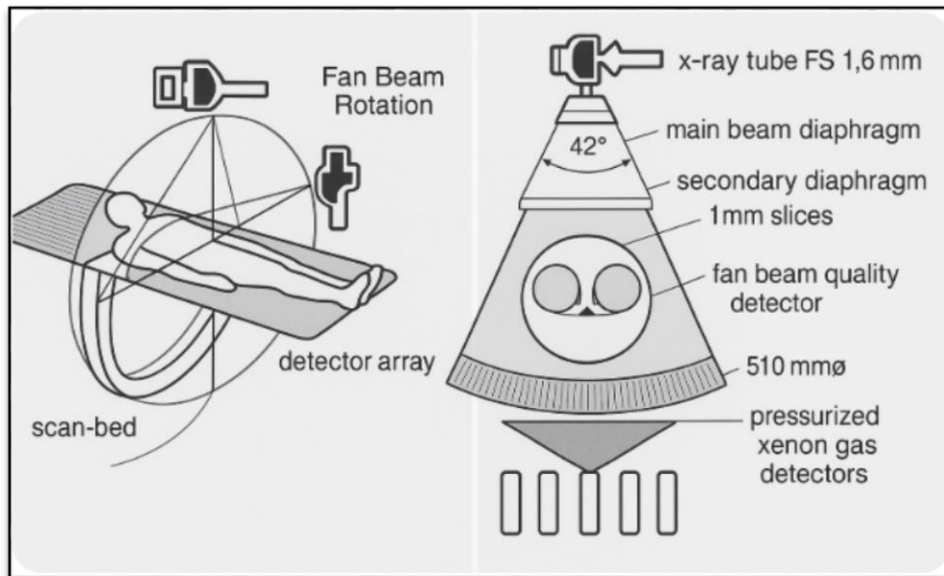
Le scanner (ou "tomodensitométrie", TDM) [71].
